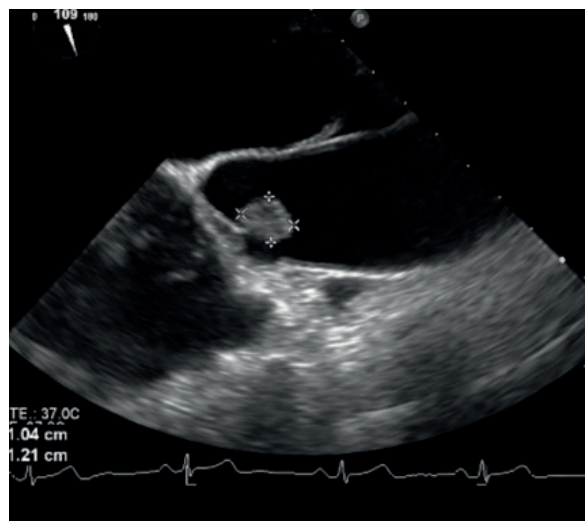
Fibroelastoma papilar en válvula aórtica. Ecocardiograma transesofágico 2D, eje largo de aorta a 109 grados. (Imagen de Hospital Metropolitano).
